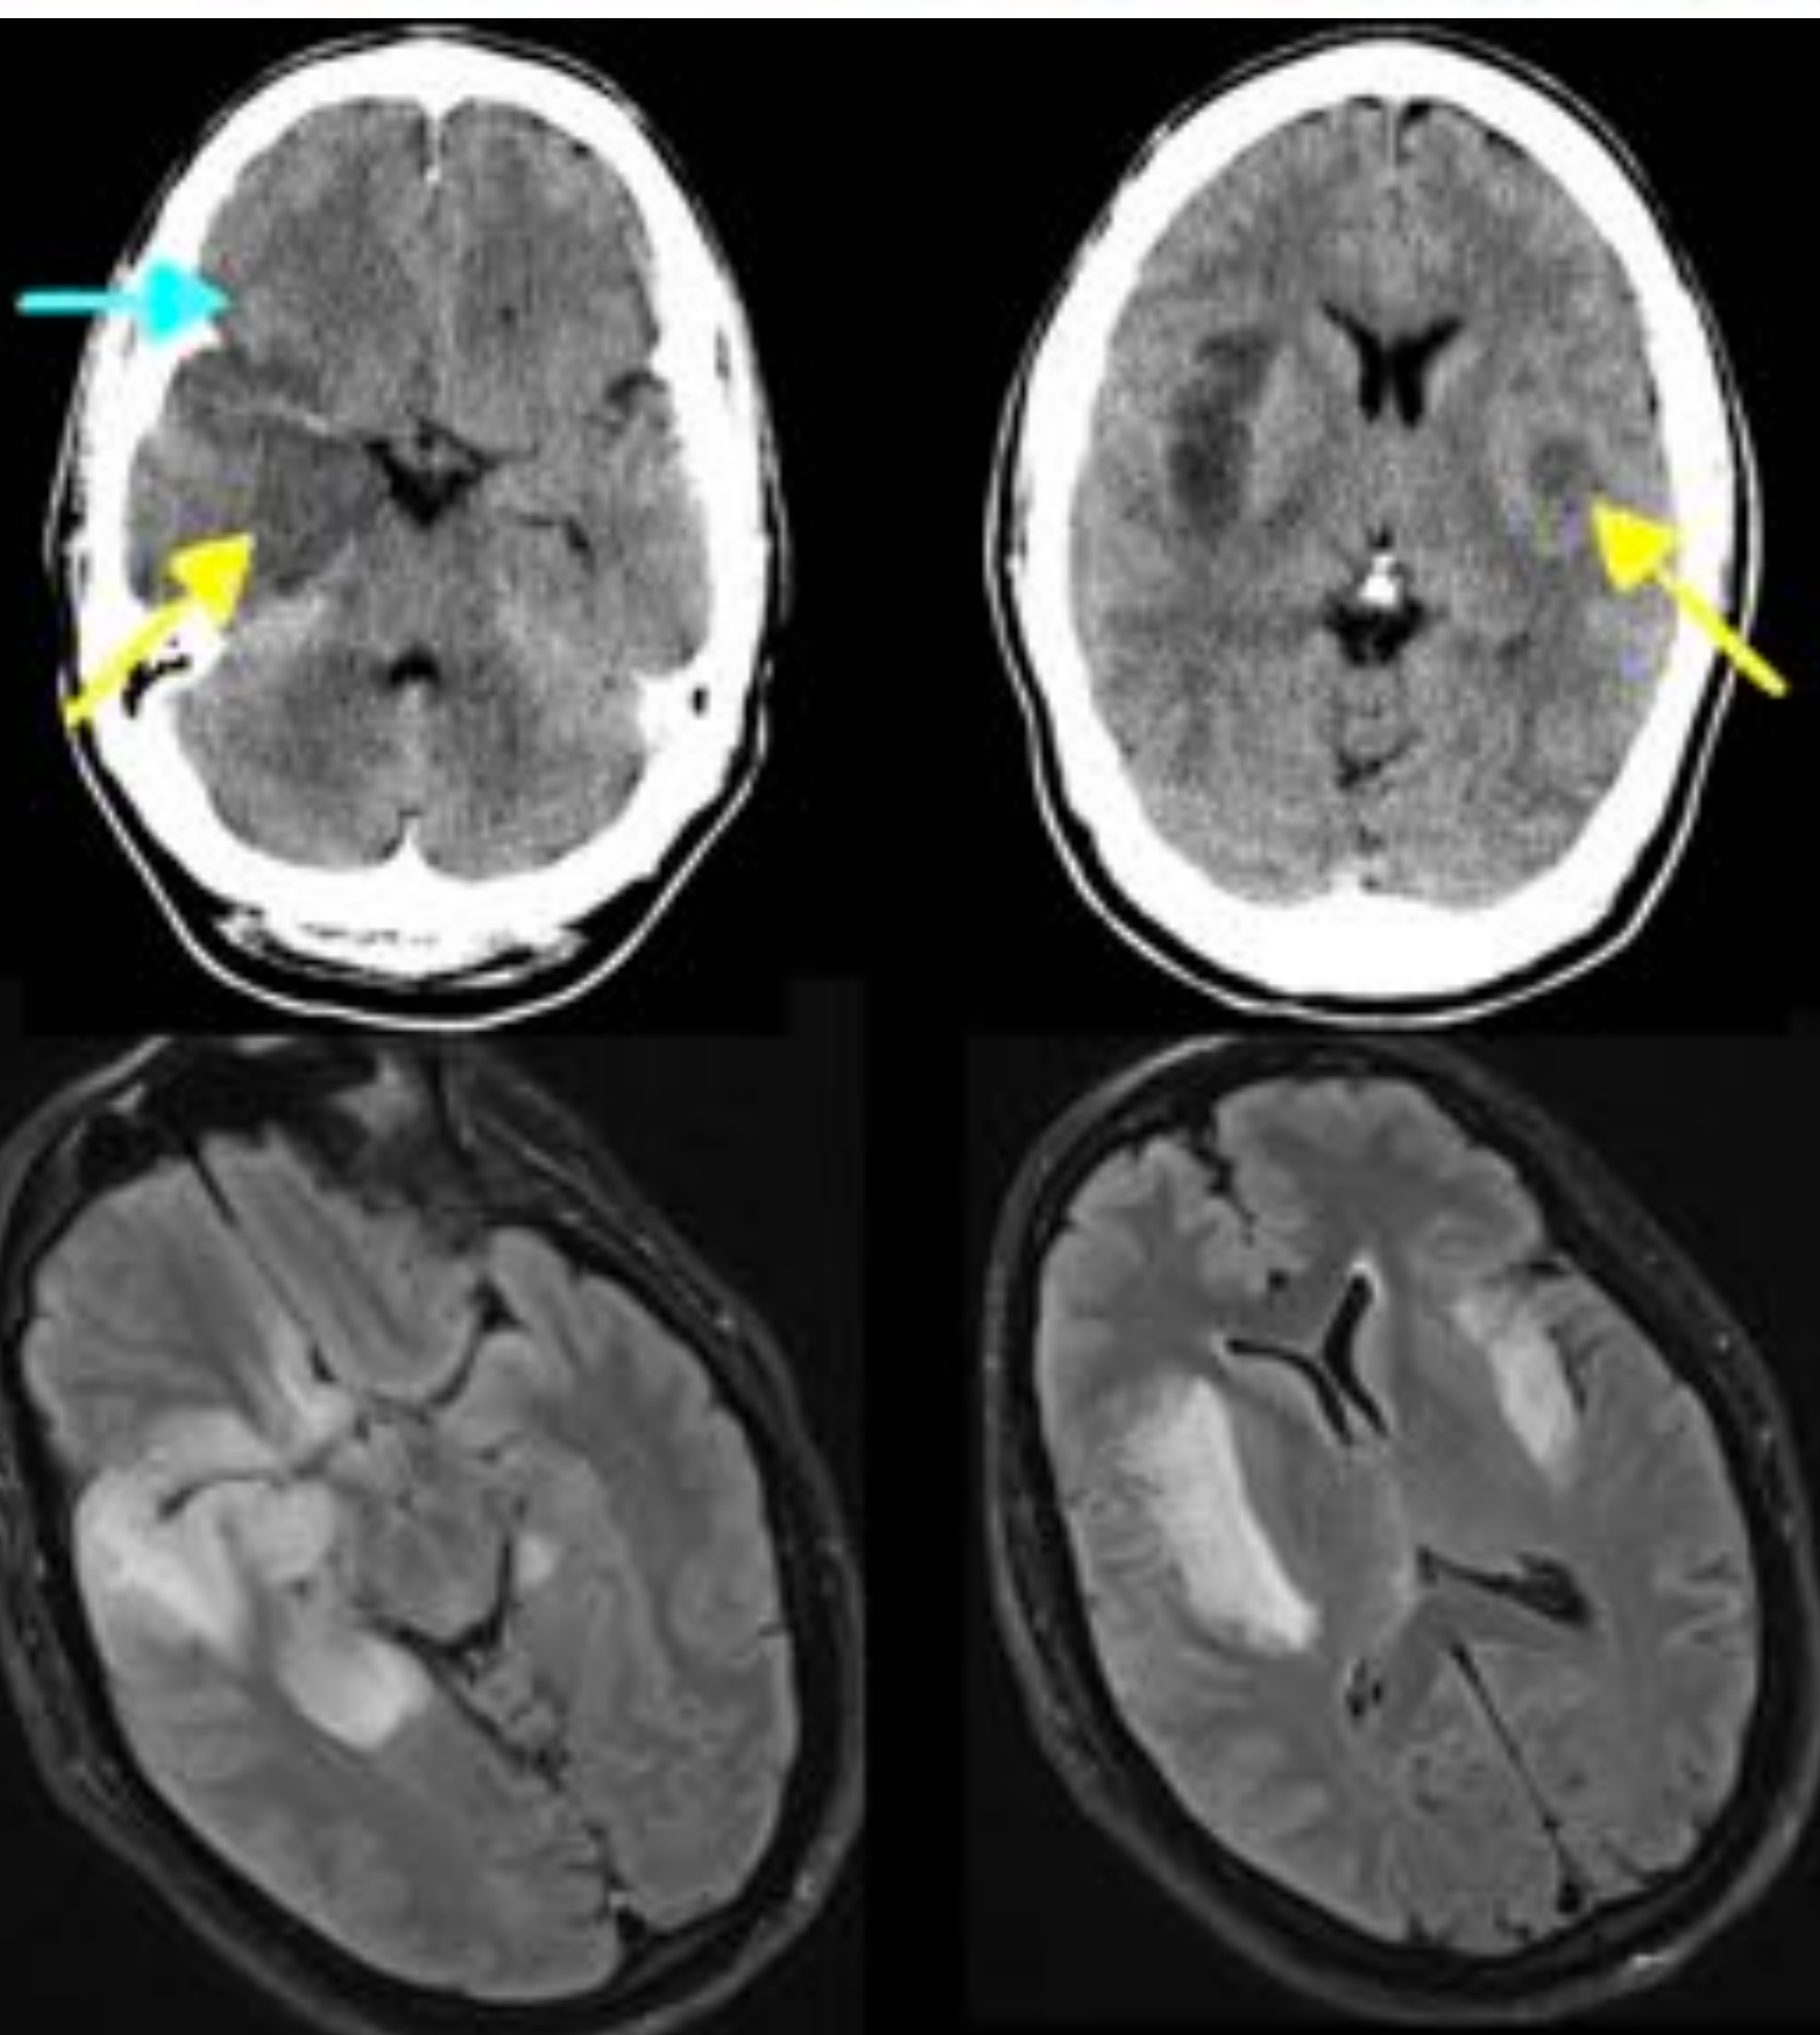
Paciente de 40 años con frecuentes episodios de faringitis y alteración de la consciencia. En la TC se visualizan hipodensidades con afectación corticosubcortical de ambas ínsulas aunque de predominio derecho, y en menor medida frontal derecho. En RM hiperseñal T2/FLAIR en las localizaciones descritas con mayor afectación de la porción medial del lóbulo temporal derecho (amígdala, hipocampo y giro parahipocampal).
